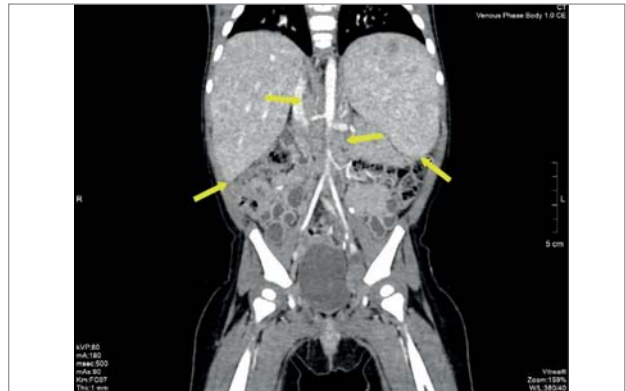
Комп'ютерна томографія: гепатоспленомегалія, вогнищеве ураження селезінки, парааортальна лімфаденопатія
